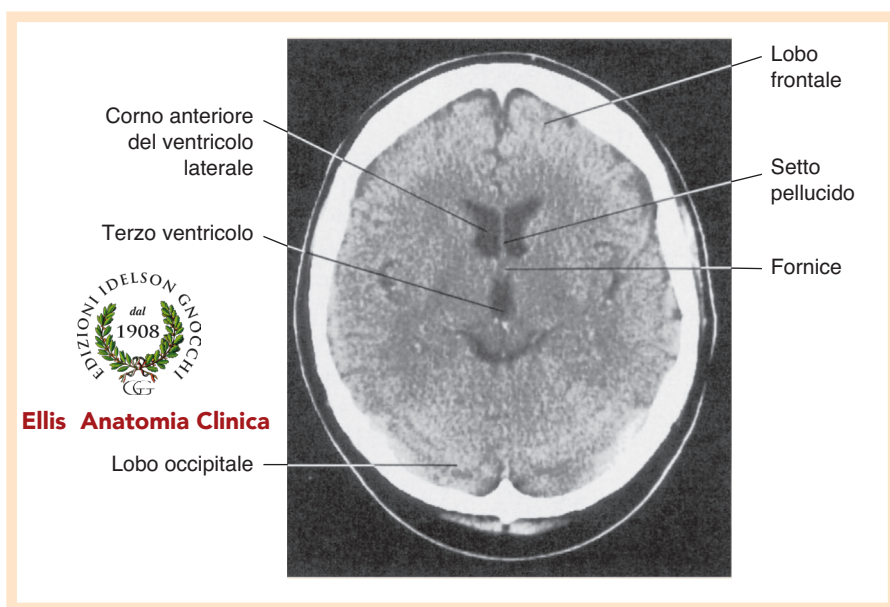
Scansione TC attraverso il livello del terzo ventricolo.
